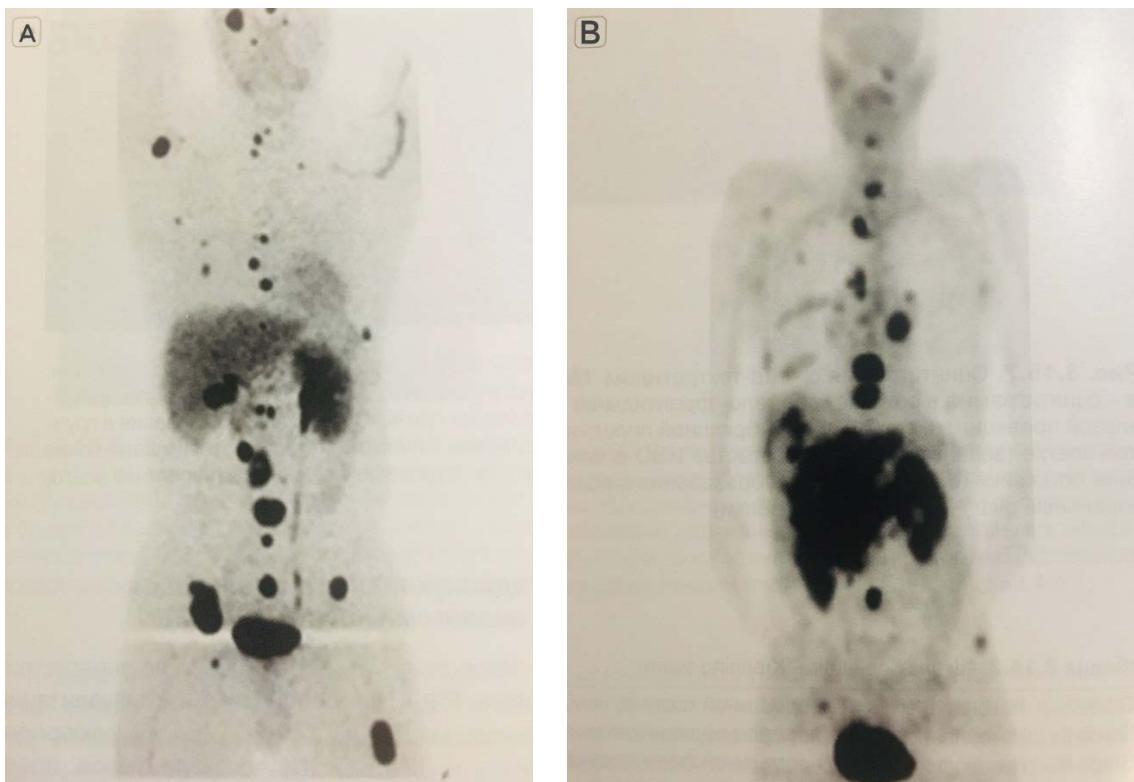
ПЕТ/КТ з  $^{18}\text{F}$ -FDA і  $^{11}\text{C}$ -5НТР. Парагангліома з мутацією SDHB. А – ПЕТ-реконструкція у фронтальній проекції, відмічається множинне метастатичне ураження переважно лімфатичних вузлів (Timmers H.J. et al., 2009 [18]). ПЕТ/КТ з  $^{11}\text{C}$ -5НТР. НЕП острівців підшлункової залози (інсулінома); В – ПЕТ-реконструкція у фронтальній проекції, визначається множинне метастатичне ураження лімфатичних вузлів, печінки і кісток (Koopmans K.P. et al., 2008 [14])
